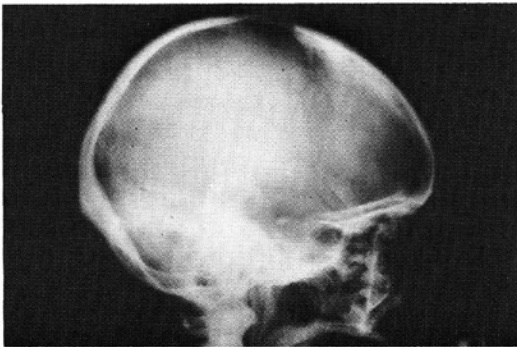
Lateral skull x-ray shows the sclerotic bone in calvarium.
